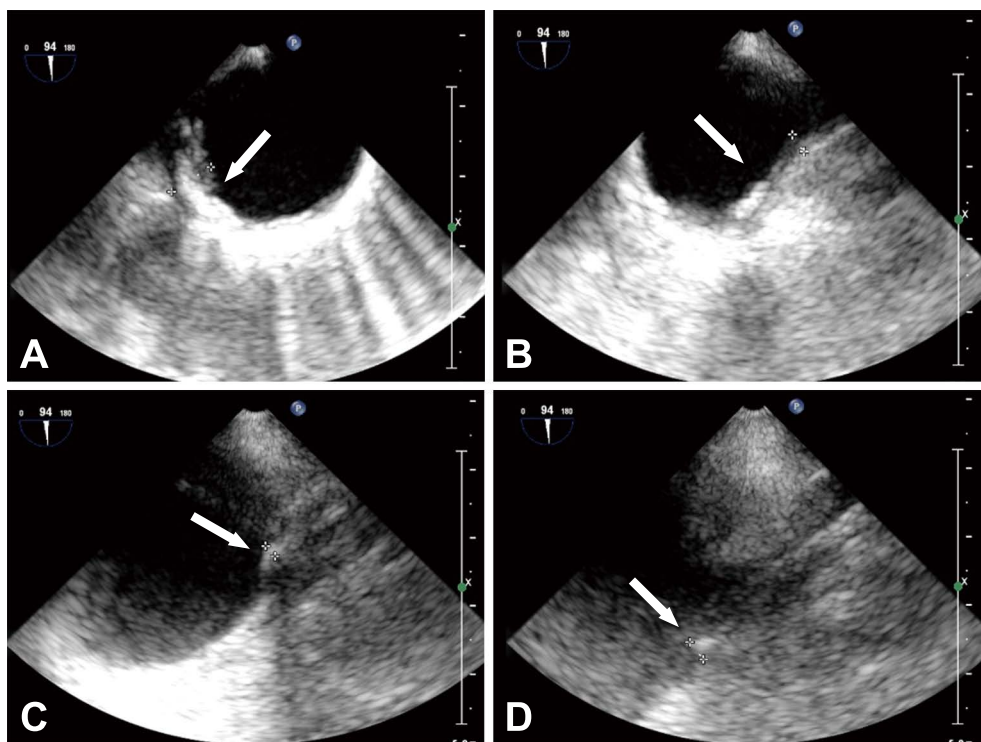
Complicated lesions of aortic arch on transesophageal echocardiography in Case 1. Transesophageal echocardiography shows the aortic arch complicated lesions of 6.80 mm in diameter (A) with extension to all 3 branches; Left subclavian artery (B), left carotid artery (C) and innominate artery (D).
